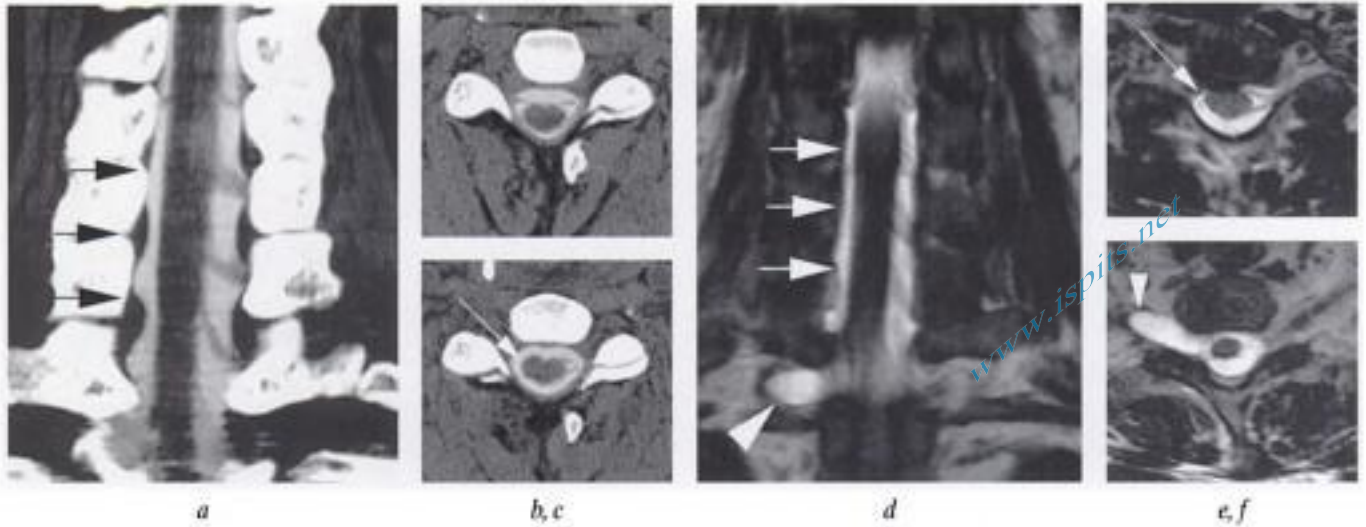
Avulsions radiculaire traumatique (phase subaiguë) à un mois posttraumatisme. Myélo-TDM, a) reconstruction coronale : absence de visualisation d'au moins trois émergences radiculaire à droite (flèches en a), alors qu'elles sont visibles à gauche; b) coupe axiale en C4, montrant des deux côtés les émergences radiculaire antérieure et postérieure qui se rejoignent; c) coupe axiale en C6 : pas de racine visualisée à droite (flèche en c). IRM en pondération T2 (séquence DRIVE), d) coupes coronale et e) axiale en C6 et f) T1 : non visualisation de plusieurs émergences radiculaire droites (flèches en d et e); pseudo-méningocèle foraminale droite à la charnière cervicothoracique (têtes de flèches en d et f).
